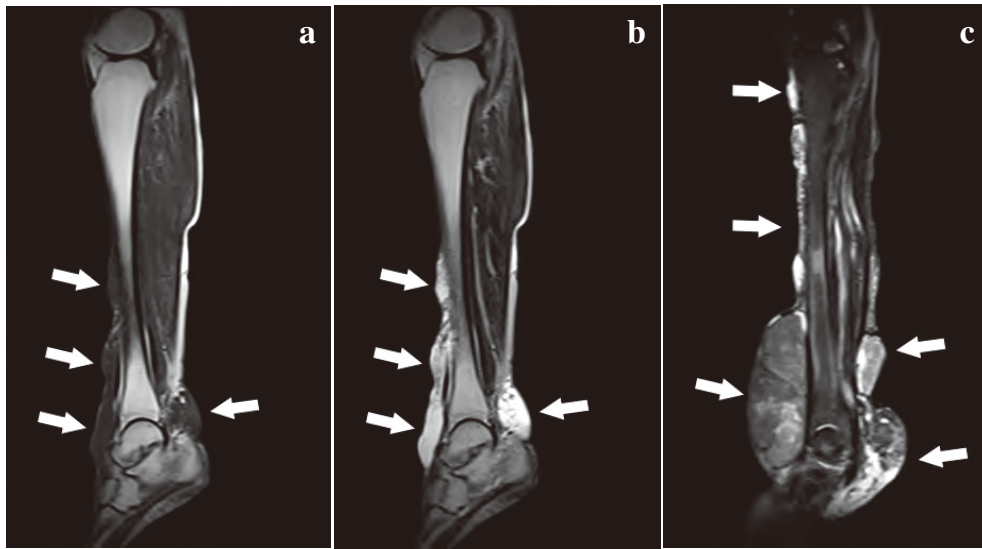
MR images of the left lower extremity at the initial examination (a),(b). T1-weighted image showing a relatively hypointense as compared with the surrounding muscle (a), and T2-weighted image showing mostly strong high-signal-intensity areas with low-signal-intensity areas in a cord-like or reticular pattern (b). Preoperative MR image showing clear enlargement and spread of the tumor : the appearance of partial low-signal-intensity areas suggests a mixed blood component (c).
